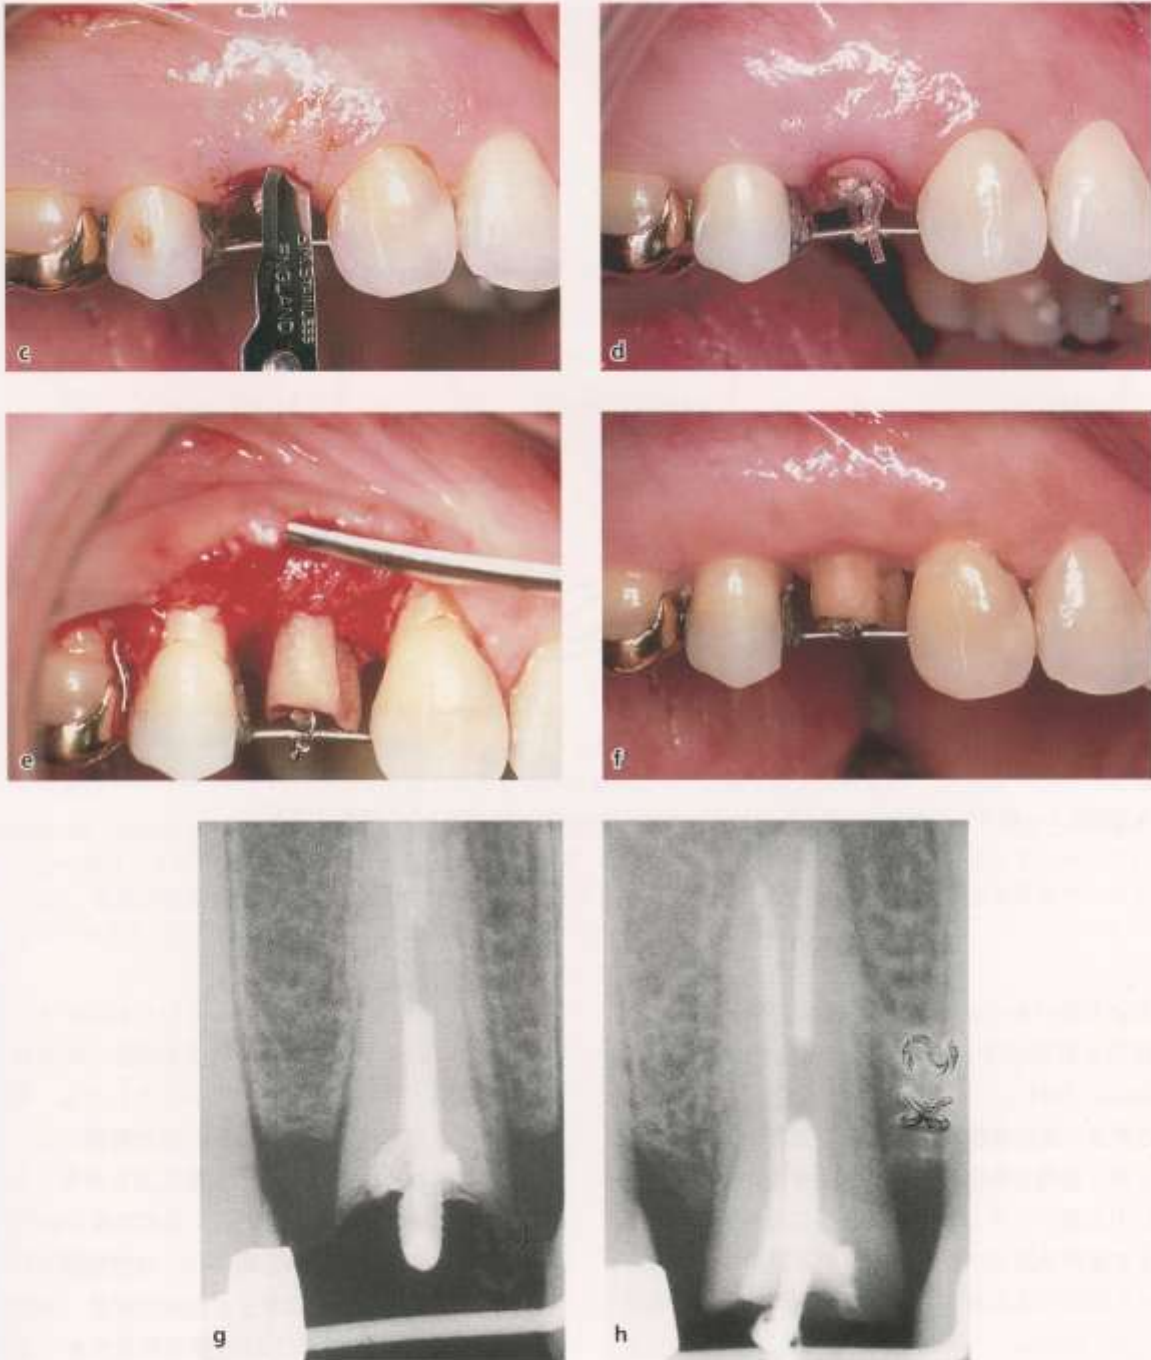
~h 歯の近心半分の歯肉溝線維を骨頂の高さまで切除した(c,d)。遠心の半分はコントロールとしてそのままにした。3週間の挺出期間中、線維切断術を1週間に1度行った。歯を6週間保定した後、歯肉全層弁を挙上した(e)。骨頂部は遠心面で“正”の楔状形態(遠心面の骨頂が後方歯近心面より高い)をとり、実験test側の近心面で、骨頂部の変化はなかった。遠心面に形成された骨を平らにするために、骨切除術を行った。歯冠は十分に長くなり、歯肉辺縁は元の形と位置に回復した(f)。治療前の歯間中隔頂部の正常な形を示すX線写真(g)。対照 control側の“正”の楔状形態の骨頂と、実験側の変化のない骨頂を示した挺出後(3週間の急速な挺出と6週間の保定)の拡大したX線写真(h)。Dr. R. Pontoriero (Milan, Italy) と共に行った治療
